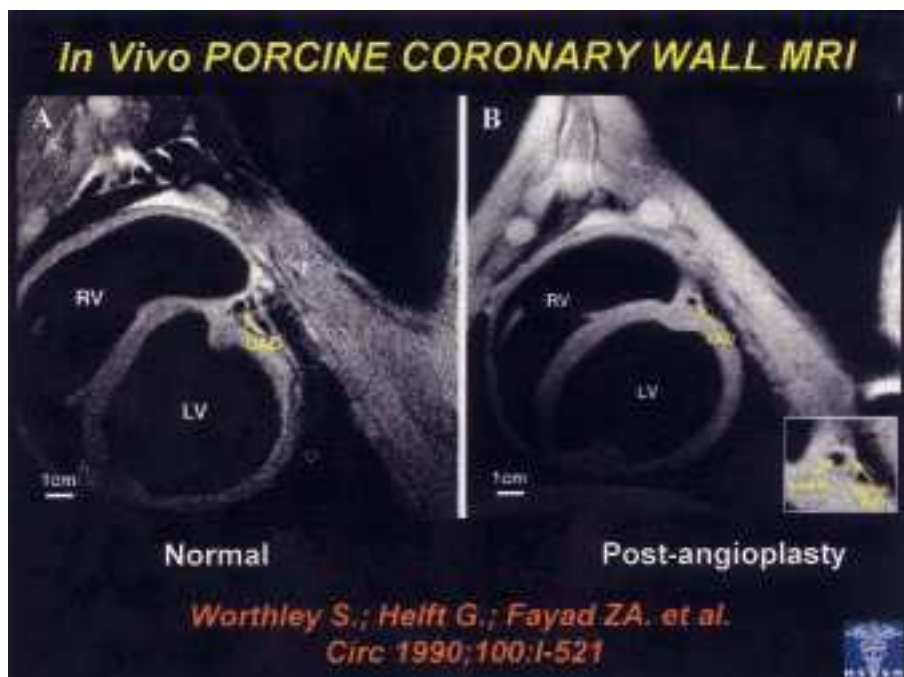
Observación mediante resonancia magnética de alta sensibilidad de la hiperplasia de la íntima desarrollada en la arteria coronaria descendente anterior de un cerdo tras practicarse angioplastia. LAD: arteria coronaria descendente anterior; LV: ventrículo izquierdo; RV: ventrículo derecho; vessel wall: pared vascular (tomada de Worthley S et al. *Circulation* 1990; 100: 1-521).
